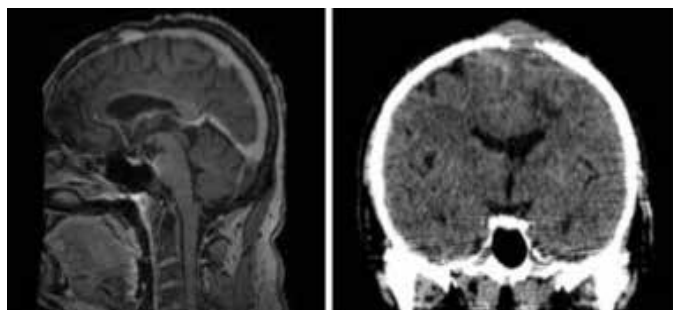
Imagem de ressonância magnética corte sagital em T1 (A), e tomografia coronal (B), em que evidenciou lesão óssea frontal.
